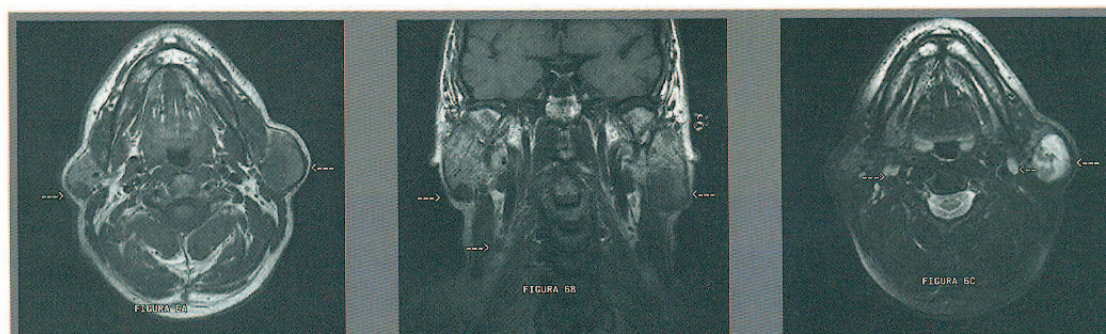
Imagen por resonancia magnética de carcinoma mucoepidermoide de alto grado de malignidad de la parótida izquierda. Adenopatías metastásicas bilaterales en las cadenas yugulares. A: plano axial. Secuencia ponderada T₁; B: plano coronal. Secuencia ponderada T₁; C: plano axial. Secuencia ponderada T₂ con supresión grasa.
